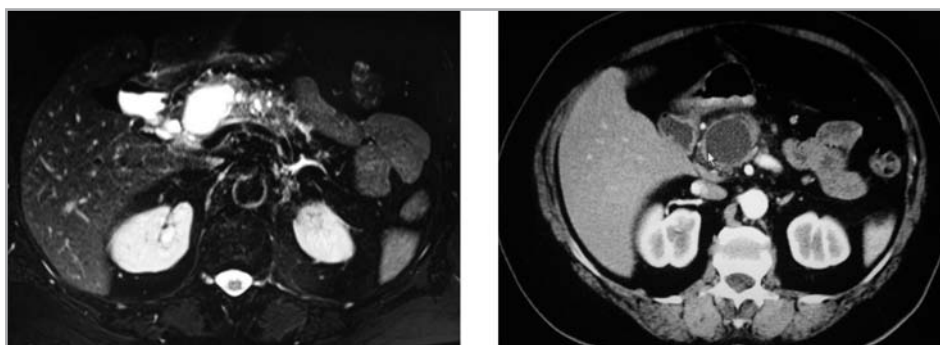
Immagini RM/TC della lesione cistica mucinosa intraduttale
